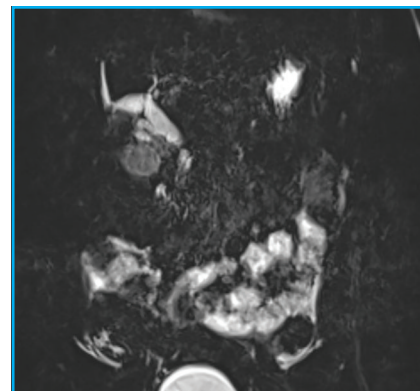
Kyste du cholédoque à l'IRM.
